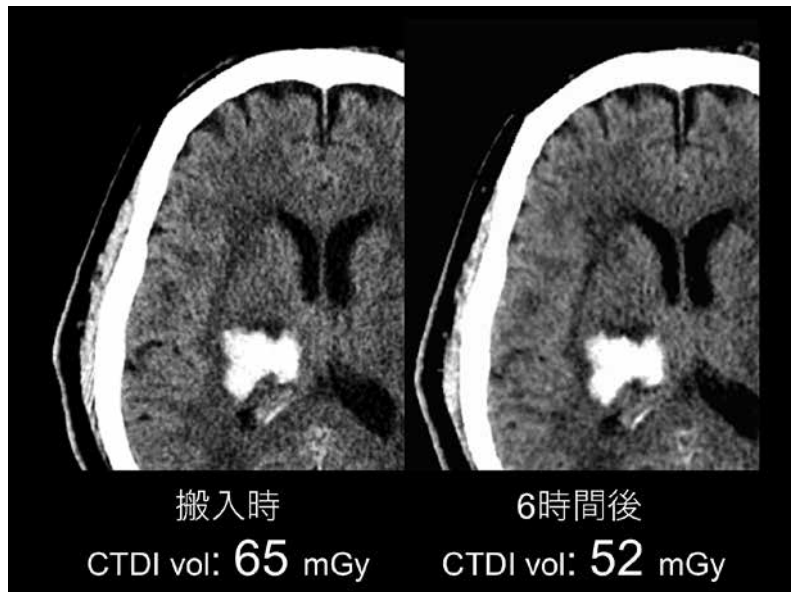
脳出血の初診時および経過観察時の頭部単純CT
